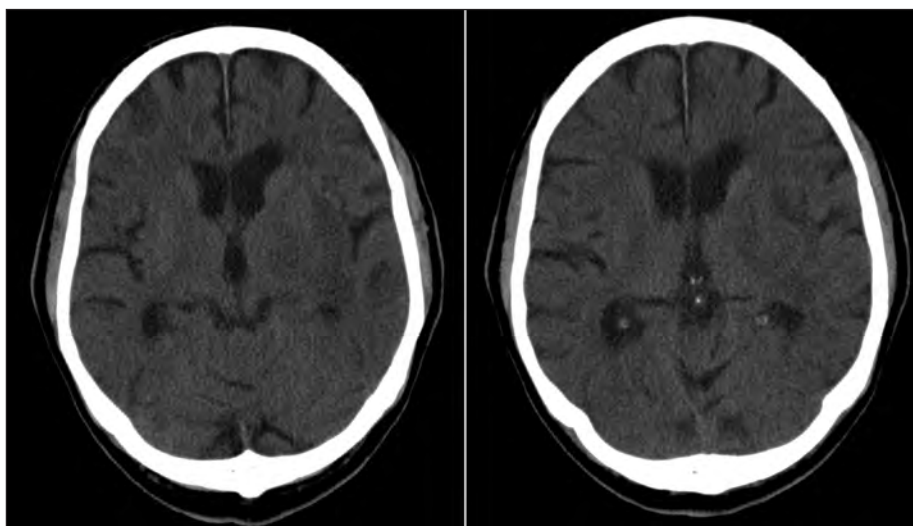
Tomografia computadorizada cerebral: hipodensidade da ínsula e opercular esquerda compatível com lesão vascular em fase aguda.
